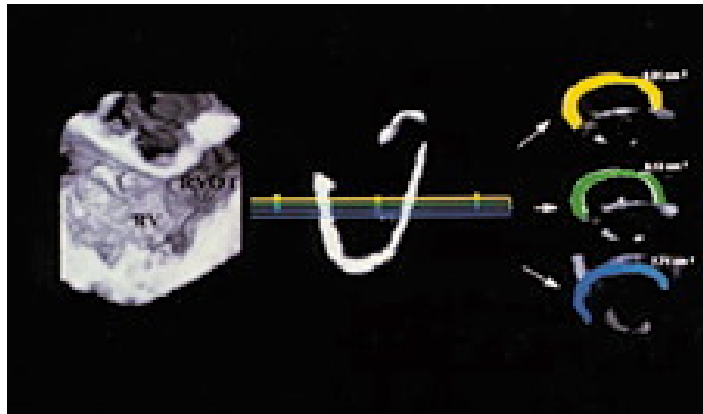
Quantificazione degli spessori parietali del ventricolo destro all'ecocardiografia tridimensionale (3DE), "volume rendered".
